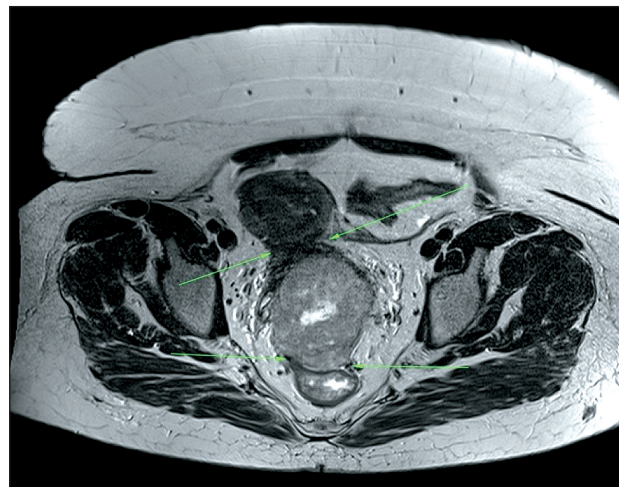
МР-томограмма больной Б. в аксиальной проекции. Визуализируется опухоль, инфильтрирующая ретровагинальную и параректальную клетчатку и оттесняющая прямую кишку кзади, на этом фоне не прослеживается граница между опухолью и наружной стенкой кишки
